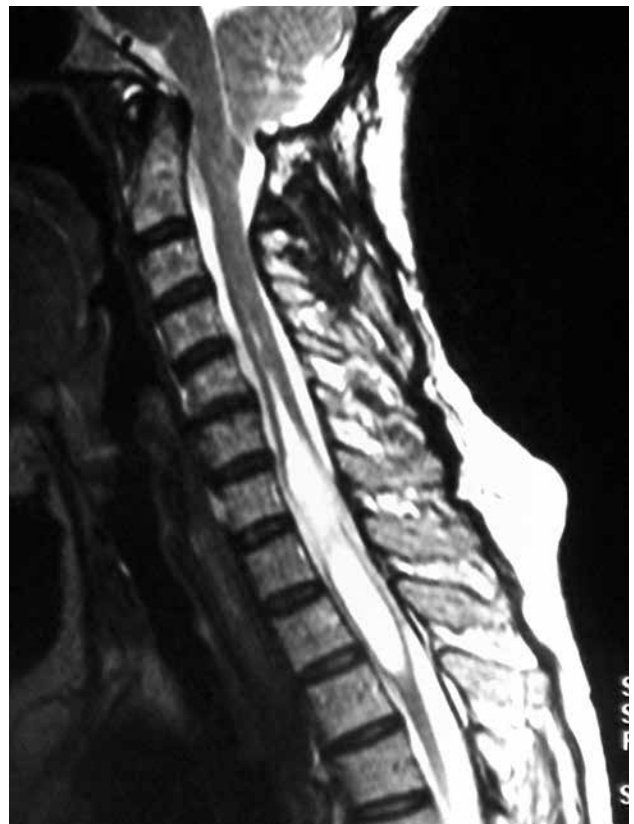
RM de columna cervical, sagital ponderada en T2, que muestra un mayor aumento de la cavidad siringomiélica y la retracción fibrosa del injerto no autógeno en la fosa posterior.
